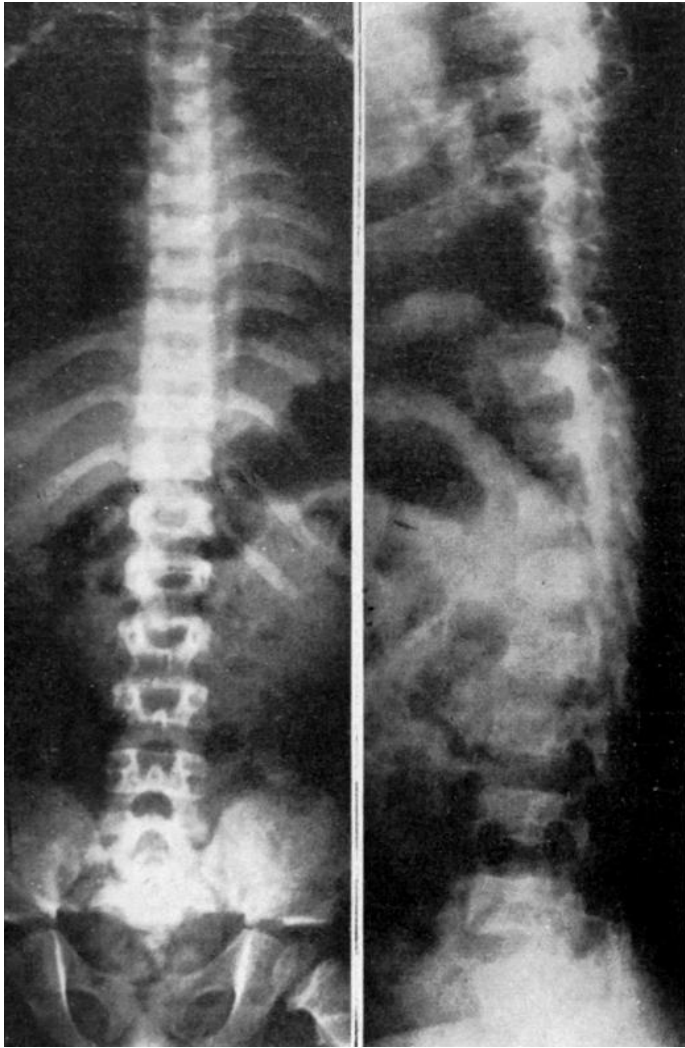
Radiografía anteroposterior de todo el raquis, incluyendo pelvis. En ésta destaca la cortedad y aspecto cuadrangular del iliaco, con una escotadura ciática muy angosta situada al mismo nivel que el techo acetabular, que es, por su parte, completamente horizontal. Se muestra la menor distancia interpedicular de las últimas vértebras lumbares en relación con las vértebras dorsales, correspondiendo a un menor desarrollo del conducto raquídeo.
